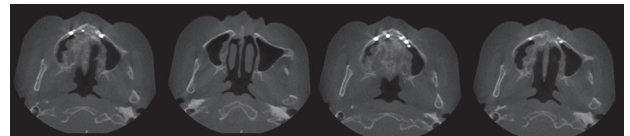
永久修复 6 年后，锥形束 CT，右上颌窦未见种植体高密度影
